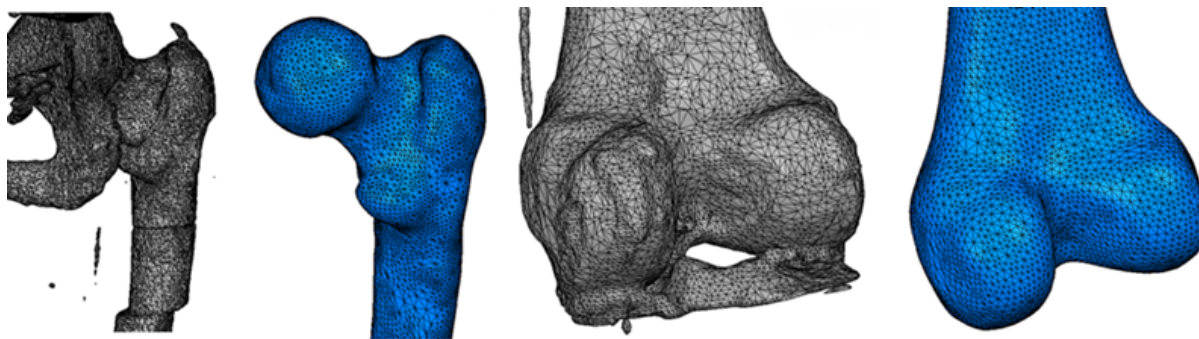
Segmentace CT snímků [73].
